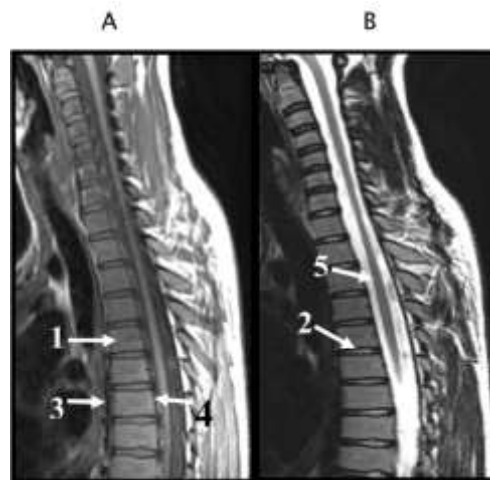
IRM du rachis cervical et dorsal en coupes sagittales médianes pondérées en T1 (A) et T2 (B) (1. Os spongieux du corps vertébral ; 2. Disque intervertébral ; 3. Ligament longitudinal antérieur ; 4. Ligament longitudinal postérieur ; 5. Moelle épinière)
